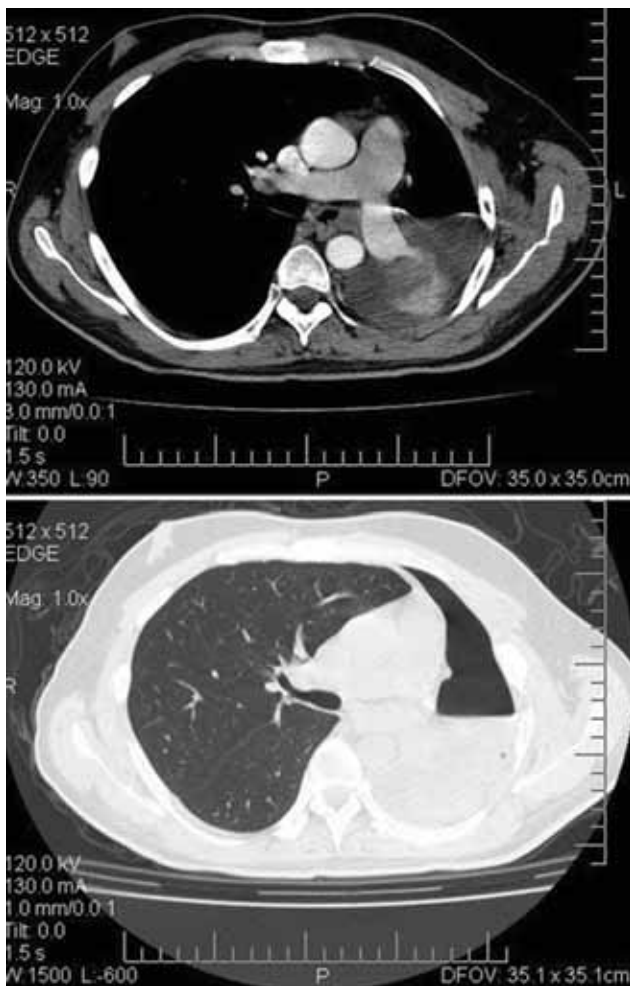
Aspect computer-tomografic cu atelectazie totală de parenchim pulmonar stâng și pneumotorax
